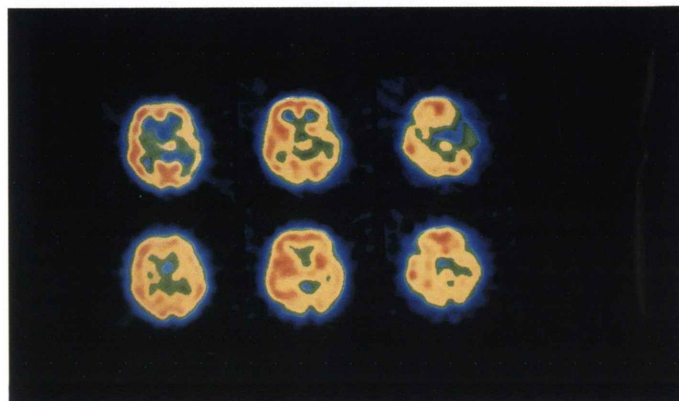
Early (upper) and delayed (lower) IMP SPECT images studied on November 21, 1990. Decreased accumulation of IMP was observed on both early and delayed images.
